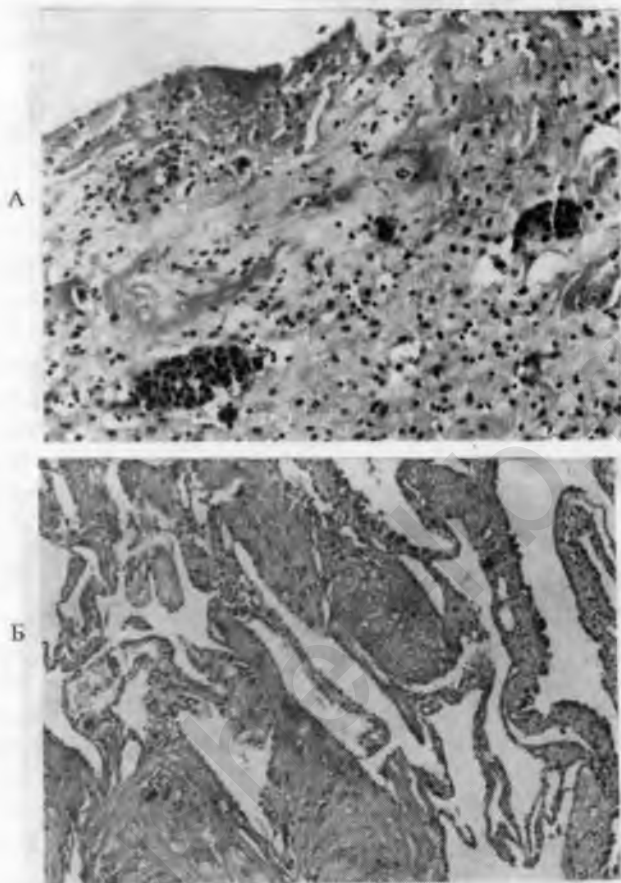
Строение фрагментов плацентарного ложа (поверхностный соскоб под контролем УЗИ):
